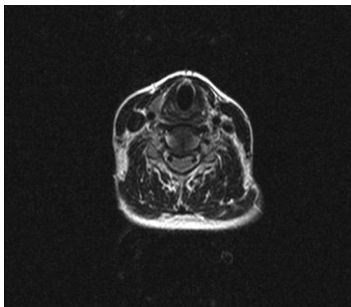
МРТ шийного відділу хребта. Грижа диску C3-C4.
